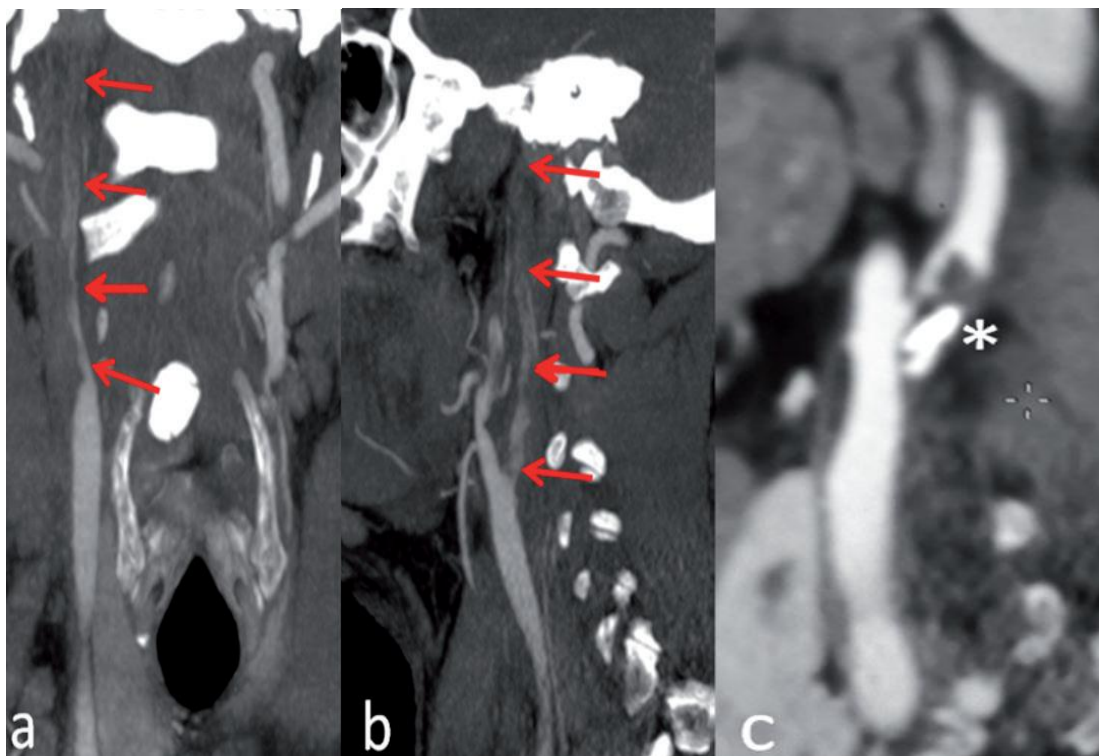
Angio-TDM des TSA montrant un rétrécissement (flèches rouges) de la lumière de la carotide interne droite sur deux reconstructions coronale (A) et sagittale (B) et sur (C) une plaque presque occlusive et instable du bulbe carotidien.
